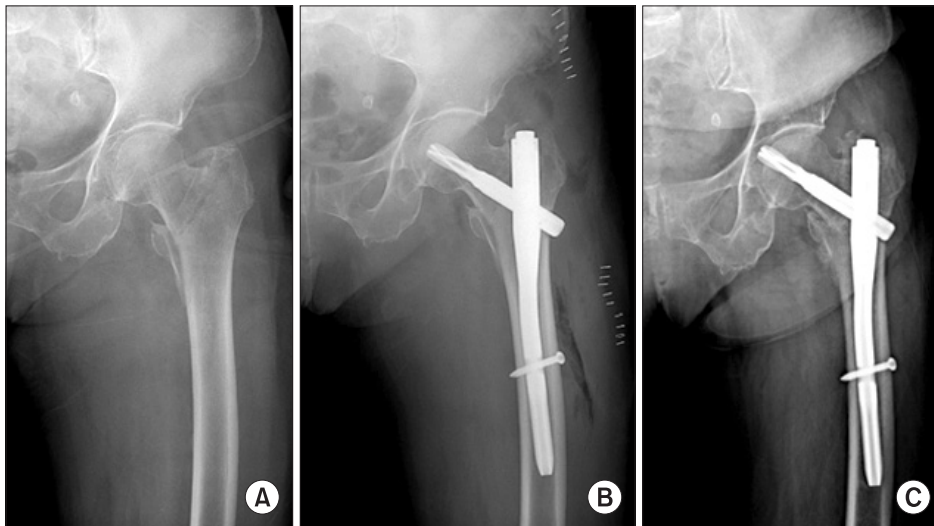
Radiographs of A2 fracture in a 84-year-old female patient with PFNA. (A) Preoperative radiograph, (B) Immediate postoperative radiograph, (C) Screw cutting-out occurred at 5 months.
